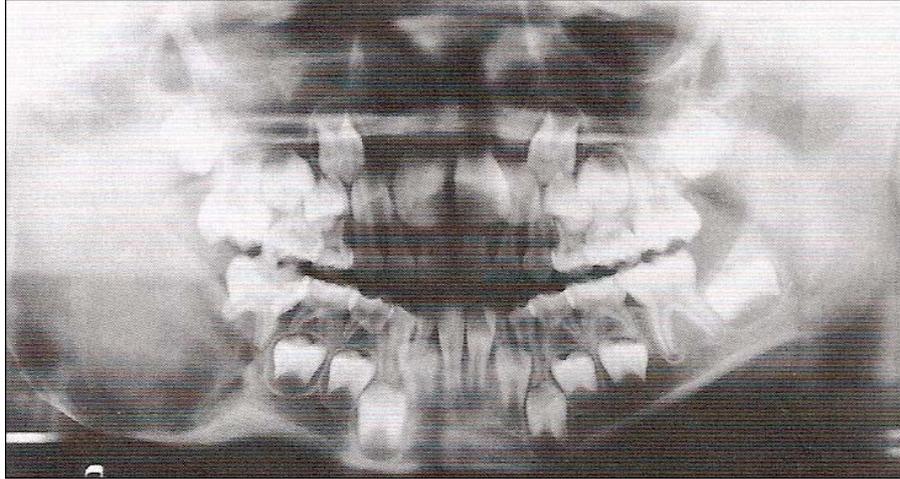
Radiographie d'un kyste anévrismal. Il souffle les corticales. (15)
